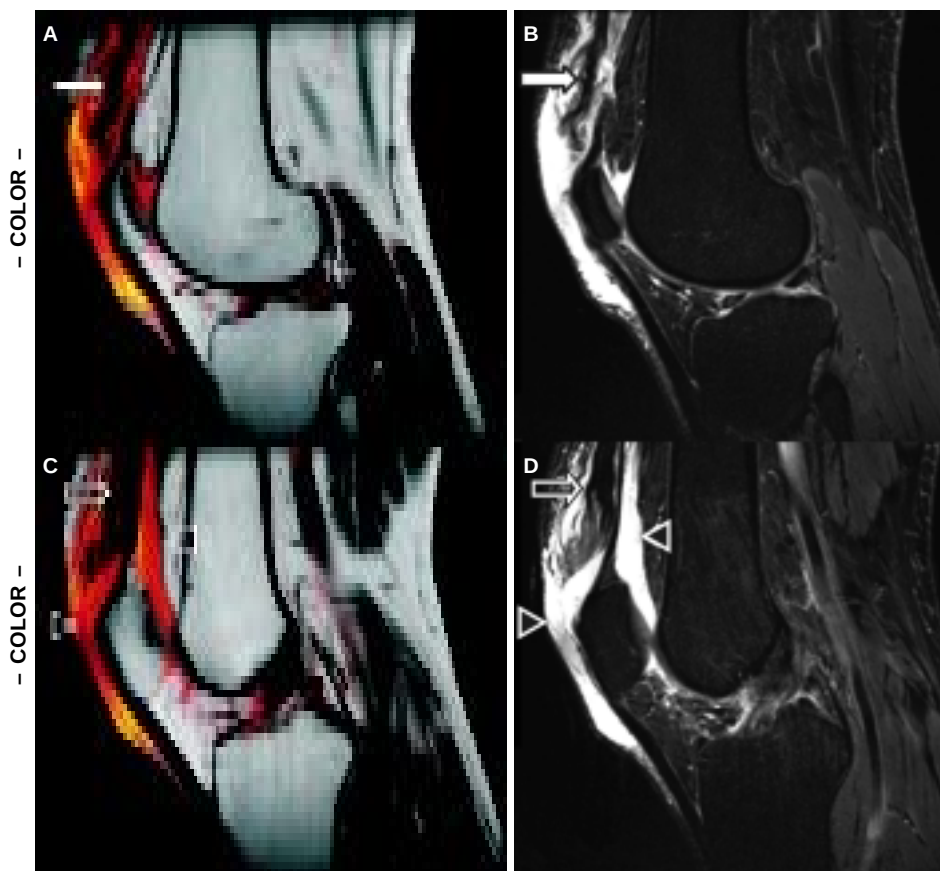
Imágenes sagitales de resonancia magnética en ponderación densidad de protones (fusión de densidad de protones con STIR (A y C) y STIR (B y D). A y B. Se observa la interrupción total de las láminas tendinosas del vasto medial (flecha blanca). C y D. Ruptura de las láminas tendinosas del recto femoral y vasto lateral (flecha hueca) mismas que presentan aspecto deshilachado y retraído y se rodean de importante edema y hematoma (cabezas de flecha).
